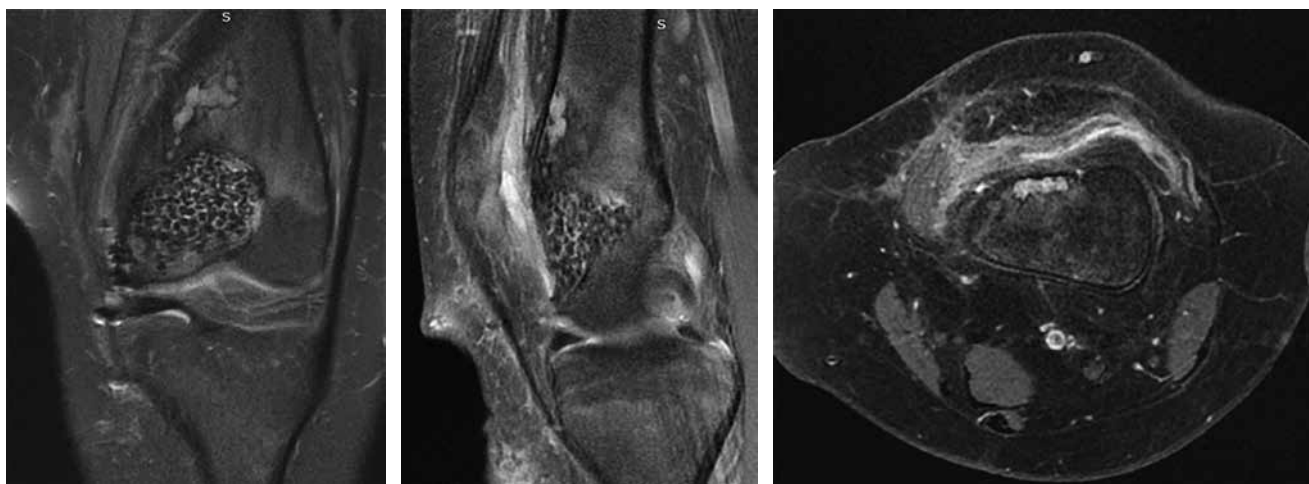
Resonancia magnética de control a los siete meses. Secuencias FS coronal y sagital, y secuencia FS con gadolinio axial: lesión endomedular bien delimitada en la región de la metáfisis distal del fémur. Se observa una señal heterogénea en secuencias ponderadas en T2, con áreas de alta intensidad que sugieren la presencia de líquido o tejido neoplásico residual. Además, hay evidencia de esclerosis perilesional sin reacción inflamatoria leve de los tejidos blandos circundantes. No se aprecian signos evidentes de destrucción cortical o extensión extraósea significativa. La señal en T1 presenta una intensidad intermedia con zonas focales de baja intensidad, lo cual es compatible con una recidiva tumoral.
